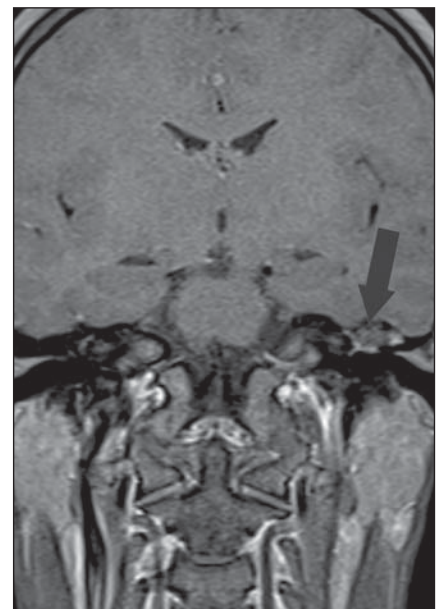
RM plano coronal, sequência *spin echo* ponderada em T1 com supressão de gordura, 45 minutos após injeção intravenosa de contraste paramagnético. Observar o tênue realce periférico pelo contraste, típico de colesteatoma (seta).
